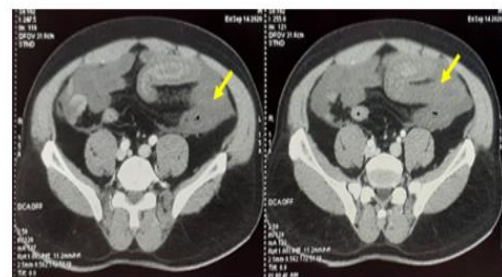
images de TDM abdominale injectée montrant un épaissement pariétal intestinal avec absence de rehaussement pariétal en faveur de la nécrose intestinale (↘).
